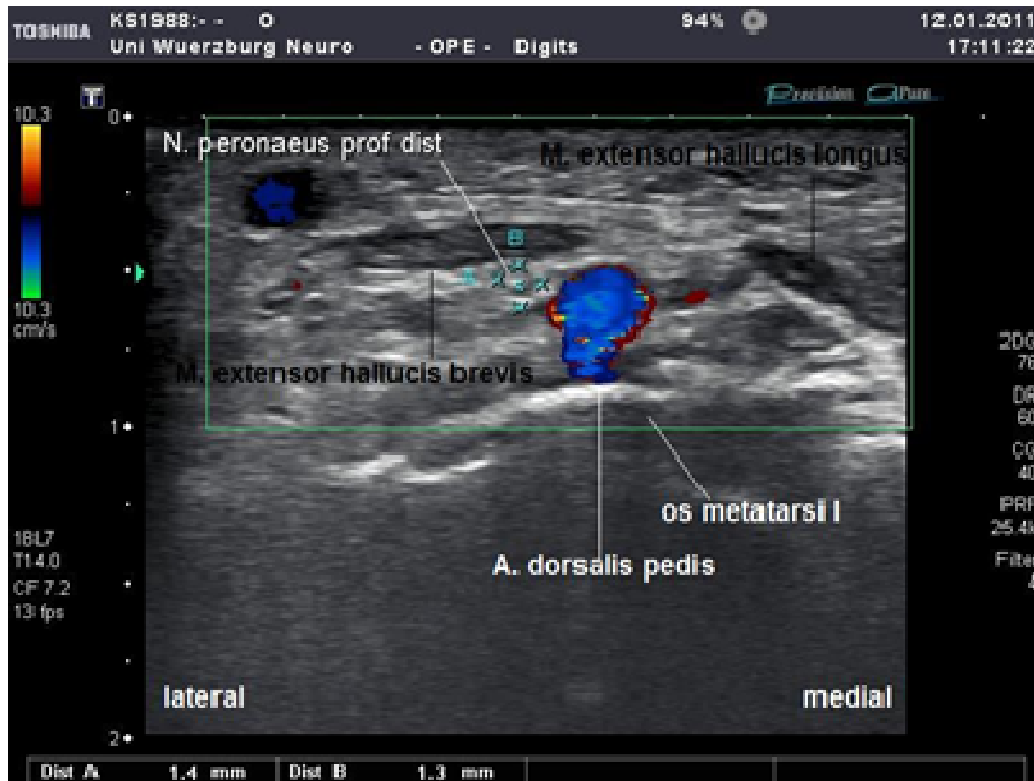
Sonographische Darstellung des N. peroneus profundus distal im Transversalschnitt (Farb-Duplex)
